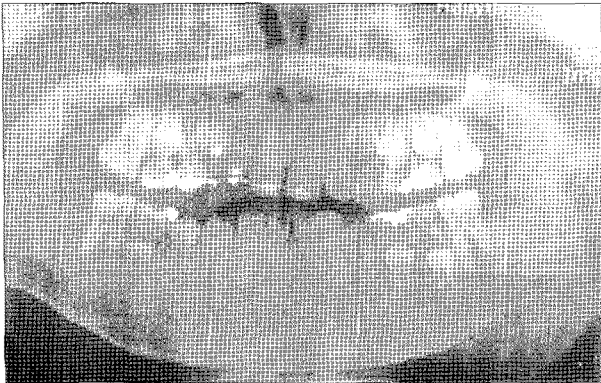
Post-op orthopantomography.
